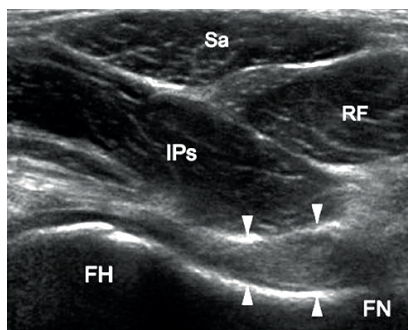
УЗИ переднего доступа к тазобедренному суставу<sup>2</sup>:
